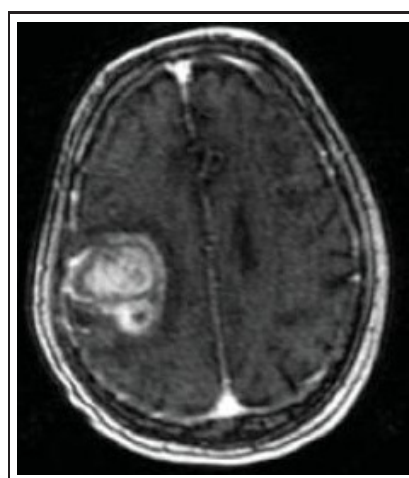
Tumeur avec IRM $T1$ et agent de contraste gadolinium [Mikulis et Roberts, 2007].
